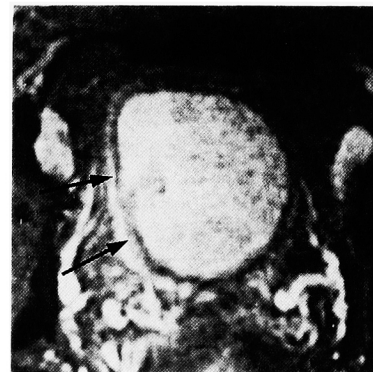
T2-WI of MRI of the case of Fig. 4. Normal bladder wall (arrow) was seen as a low intensity line.
